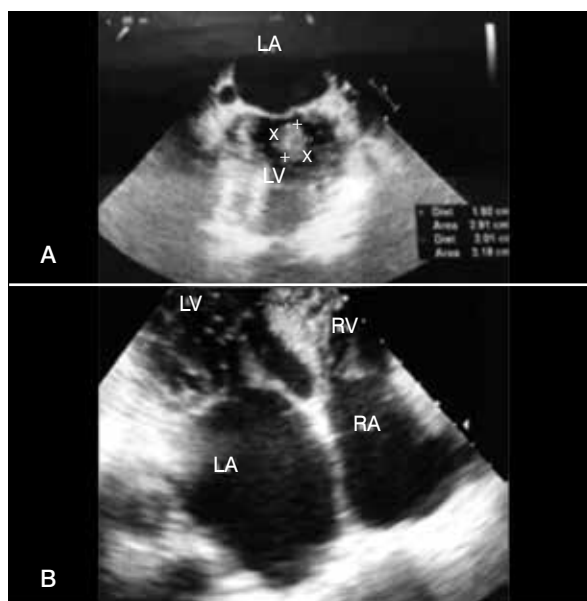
Ecocardiogramas TE exibindo o trombo no AE (A) e o desaparecimento do mesmo (B) após quatro semanas em uso de anticoagulante (dabigatrana).
